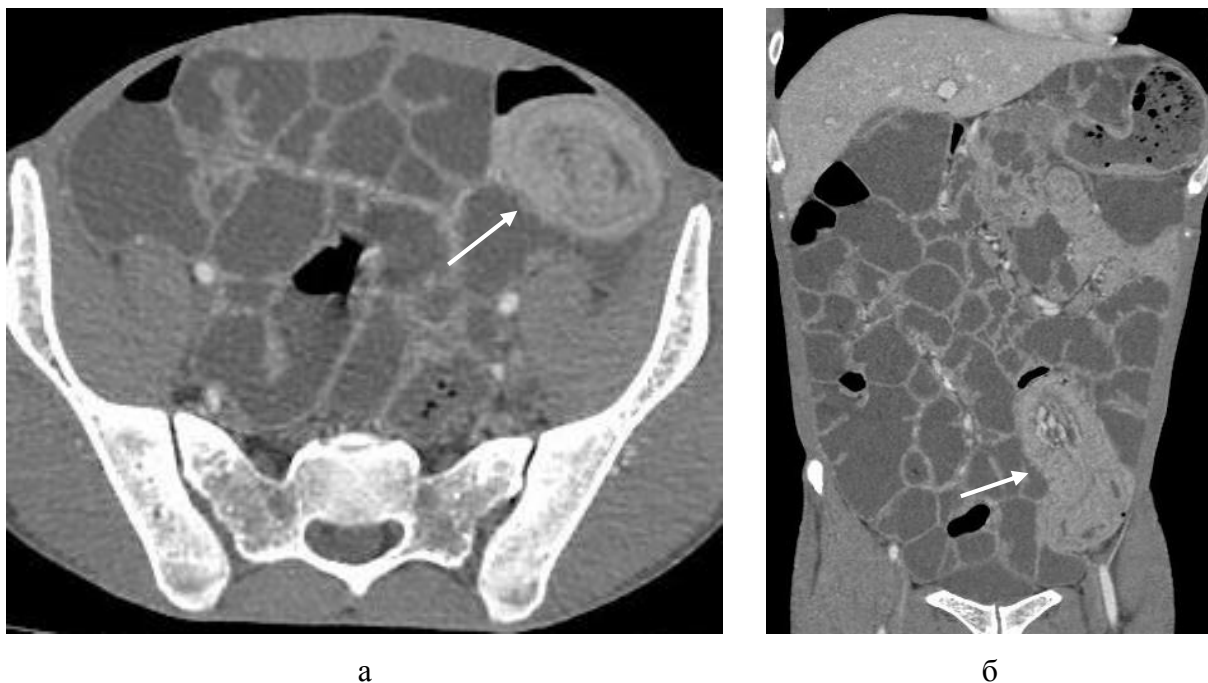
а-б. МСКТ брюшной полости больного В. 31 год с контрастным болюсным усилением в венозную фазу контрастирования. Тонко-толстокишечная инвагинация, симптом «мишени» в проекции подвздошной кишки (стрелки).
